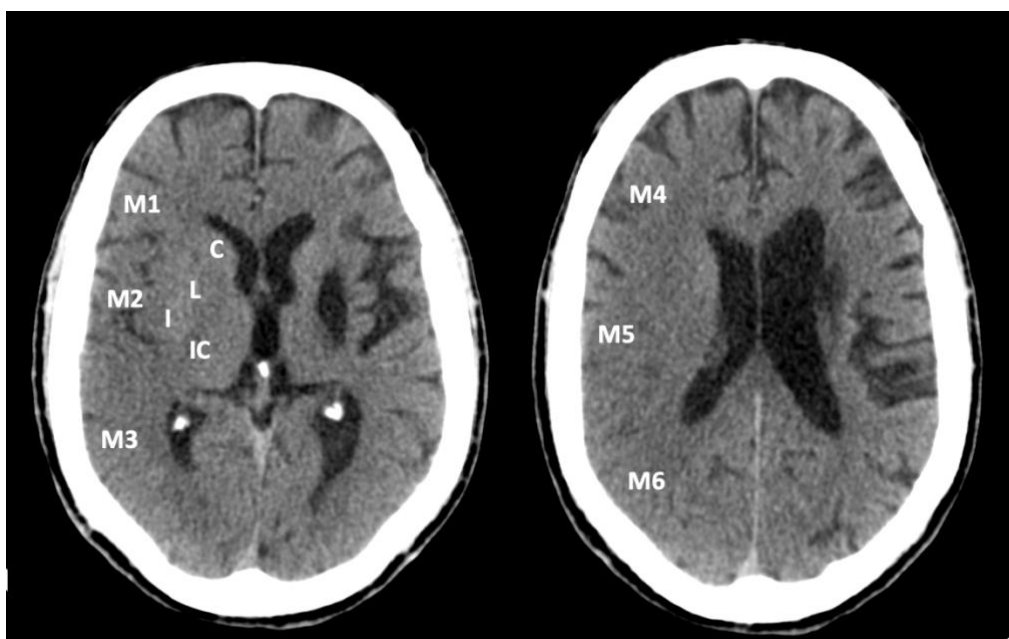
Representação das regiões a avaliar para obter o ASPECTS
